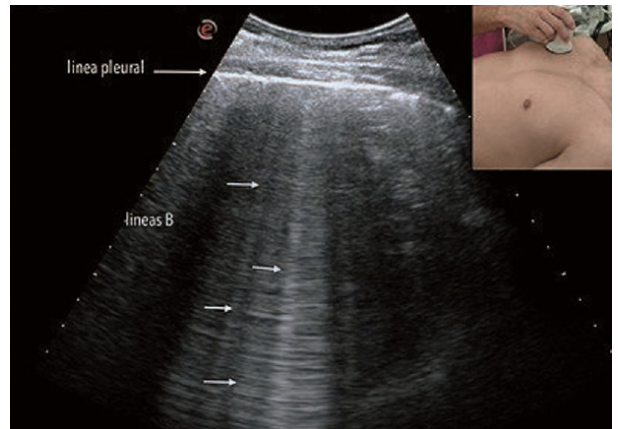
Ecografía pulmonar con líneas B. Recuadro a la derecha: Posición de la sonda en el escaneo longitudinal del tórax. Imagen inferior: Líneas B evidenciadas en ecografía pulmonar.
